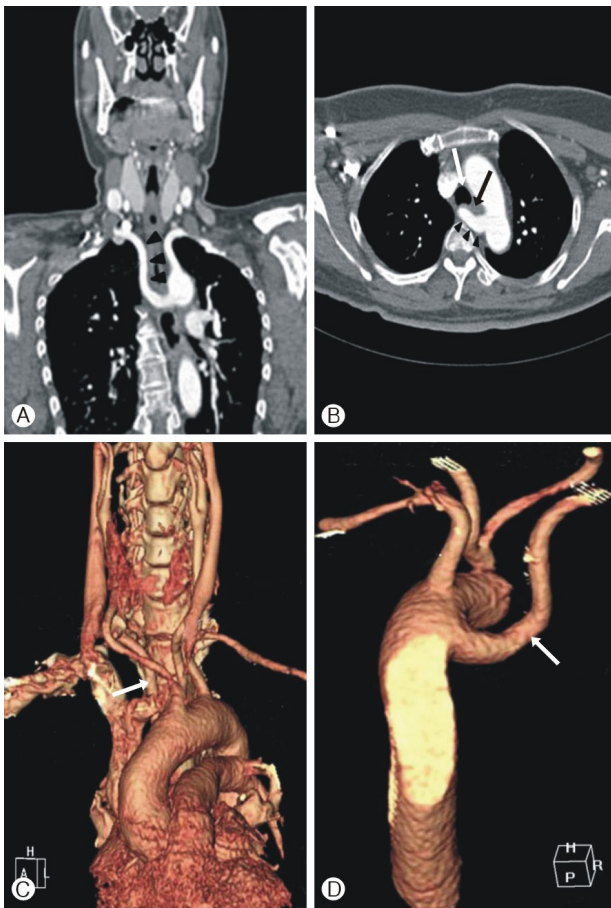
Chest CT findings. (A, B) The aberrant right subclavian artery (black arrowheads) arising from the distal aortic arch passed the trachea (white arrow) and esophagus (black arrow) behind them. The esophagus and trachea were entrapped by the aortic arch and the arteria lusoria, resulting in compressive symptoms. (C, D) Three dimensionally reconstructed chest CT angiograms reveal the anatomy of the aortic arch and the courses of the aberrant right subclavian artery (white arrows). The brachiocephalic trunk was not visible at the anterior view (C), and a direct connection between the aberrant right subclavian artery and the distal aortic arch forming acute angulations was visible at the posterior view (D).
